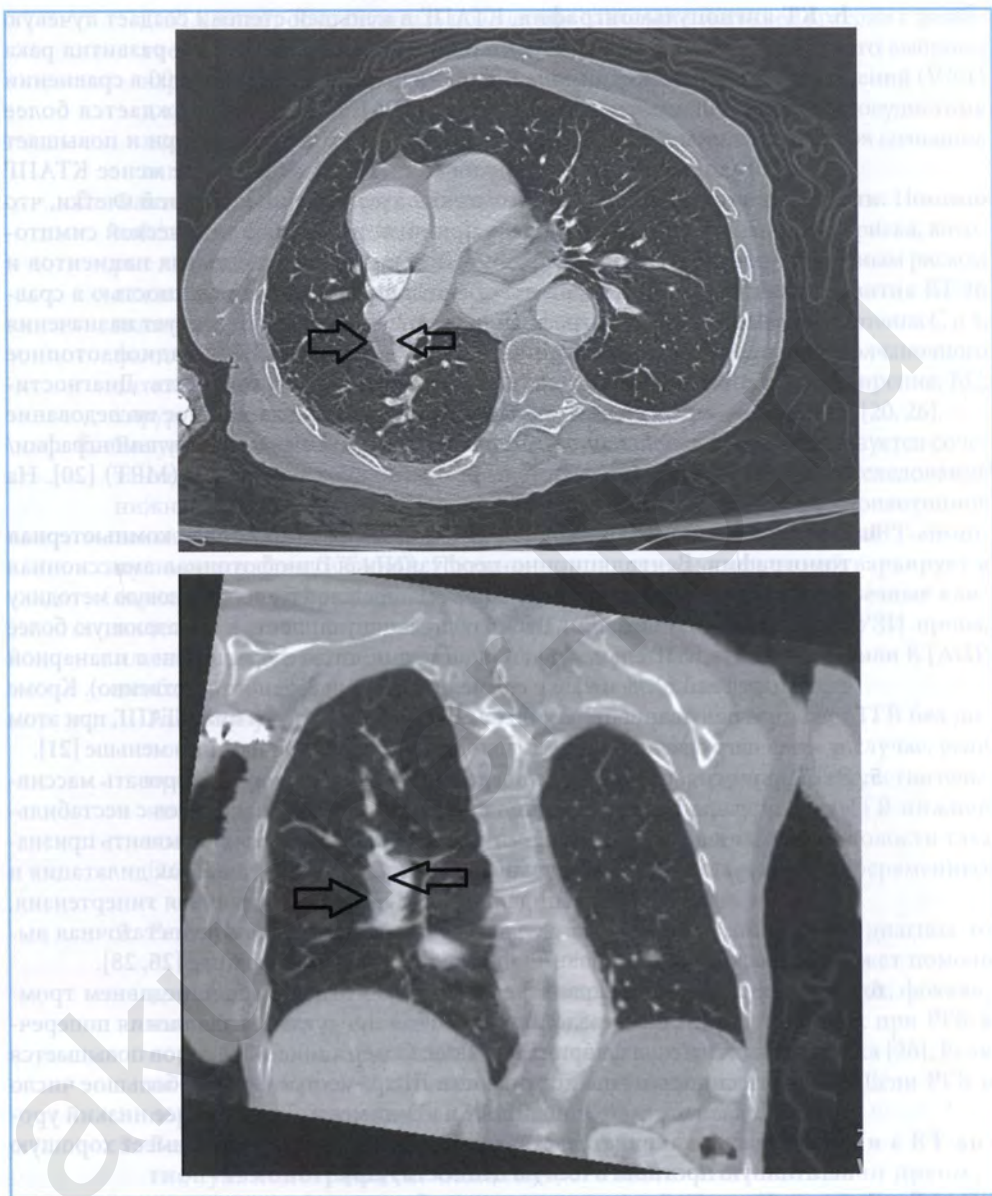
КТ-ангиограмма, демонстрирующая большой дефект наполнения в проксимальном отделе правой легочной артерии (обозначен *стрелкой*), свидетельствующий о развитии эмболии легочной артерии (А и В)
